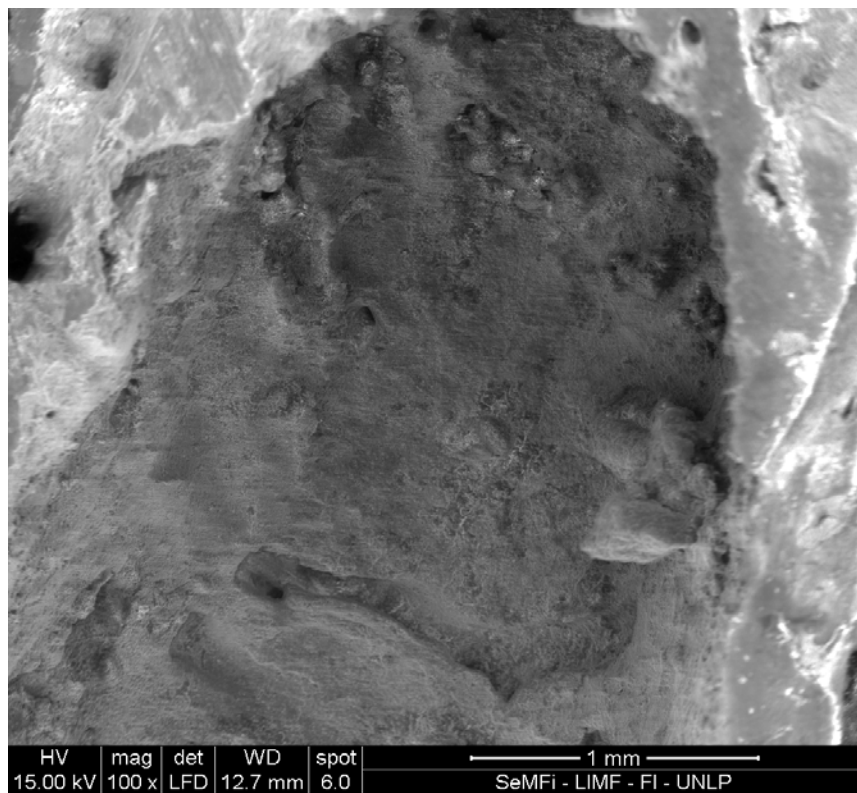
Preparado de hueso alveolar al MEB 100X. En la fotografía se muestra el segmento del hueso alveolar a nivel de la zona periapical, con la figura de canastilla ósea particular de la zona alveolar. La compacta que mira al ligamento periodontal (compacta periodóntica) presenta la particular área cribosa que la distingue de otros huesos compactos del organismo. A través de éstos forámenes se brinda una rica vascularización e inervación a todo el ligamento periodontal.
